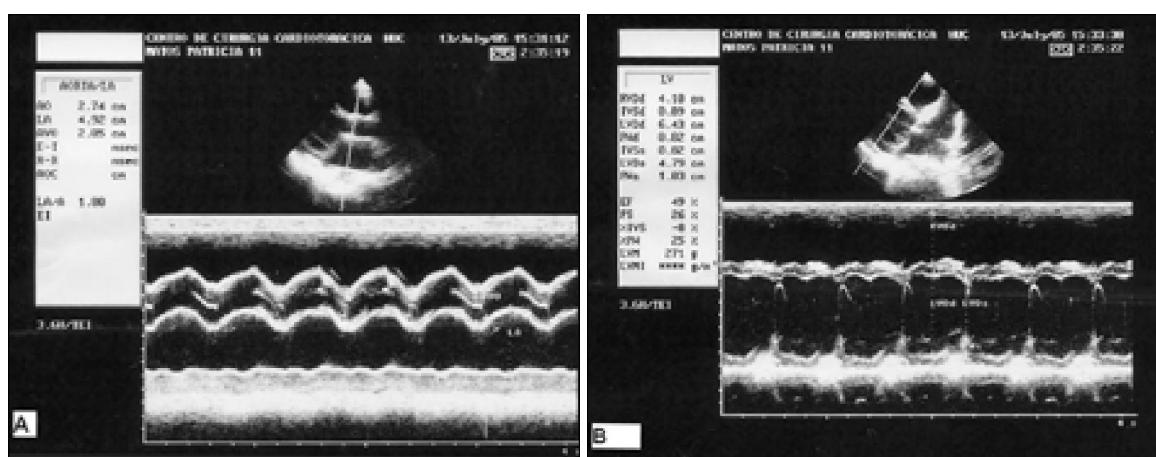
Ecocardiograma modo - M: A - Raiz da aorta de dimensões normais e dilatação auricular esquerda. B - Ventrículos direito e esquerdo dilatados.
